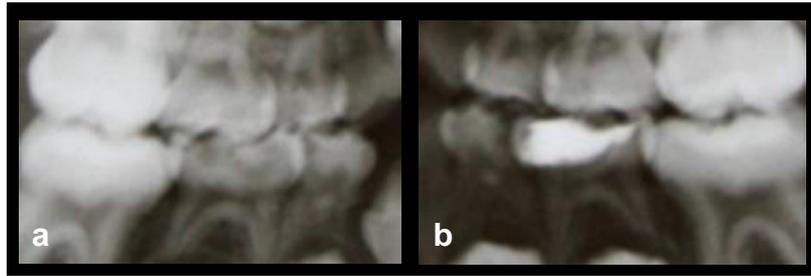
Radiografías intraorales bitewing. (a) derecha, (b) izquierda.
